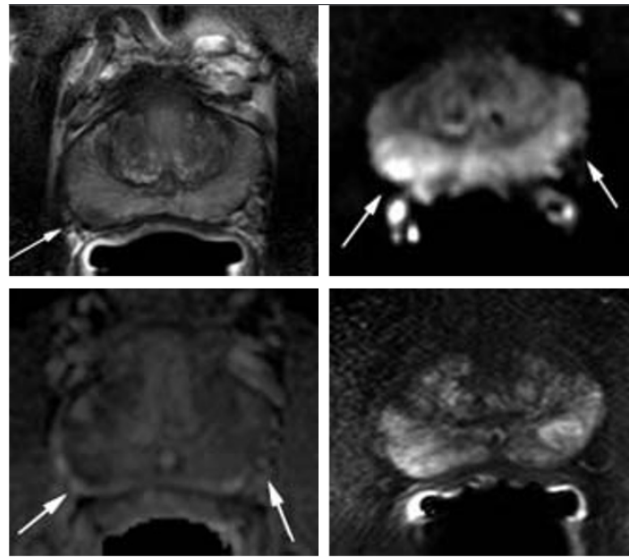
Exemple de différentes séquences d'IRM. En haut à gauche : séquence T1, en haut à droite ; séquence d'IRM fonctionnelle (de diffusion) ; en bas à gauche : IRM fonctionnelle (cartographie ADC) ; en bas à droite : séquence d'IRM fonctionnelle (EGT1 dynamique) avec injection de Gadolinium. *Extrait de Roy et al.*
